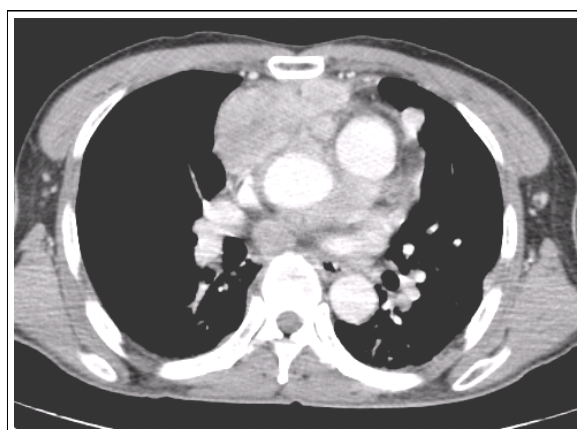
Chest computed tomography revealed a large irregular mass of 60 x 50 mm, in anterior mediastinum with the involvement of pericardiac recess, pericardium and subcarina. It also revealed the hematogenous lung metastases with hilar lymphadenopathy.
